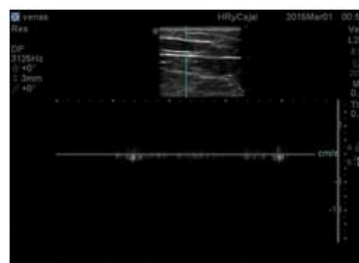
Imagen de vena con Doppler
